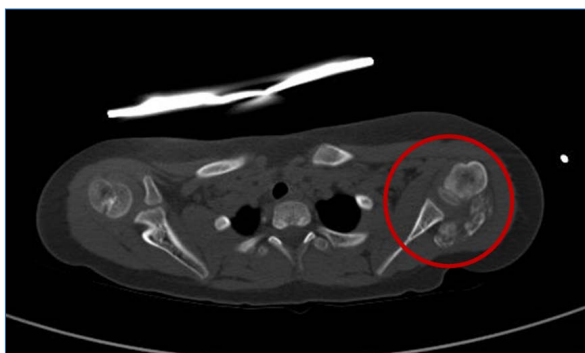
Imagen TAC. TC hombro izquierdo: calcificaciones subacromiales.
